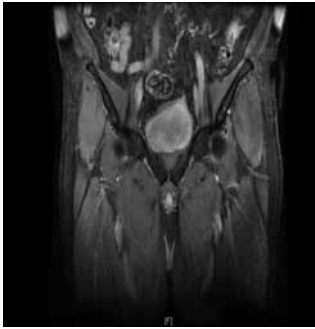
Resonancia magnética nuclear en T2, donde se observa lesión en pared vesical lateral izquierda sugestiva de actividad tumoral.
